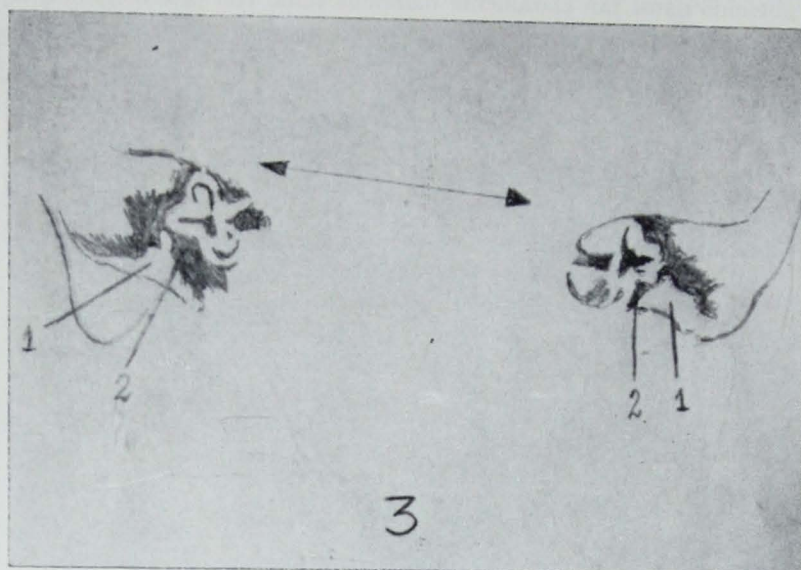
Tomografía comparativa de oído AP. Se hace bien aparente que el oído izquierdo en relación con el derecho se encuentra adelantado y abajo. En el lado derecho existe ocupación del fondo del CAE, por placa atrésica, viéndose unidos a ella el espolón y los huesecillos, existiendo caja, ático y antro. En el lado izquierdo la mastoides es muy pequeña, estando ocupando el fondo del CAE y la caja y el ático por la placa atrésica. Si se ve existencia del antro. Los elementos del oído interno son normales en ambos lados.
